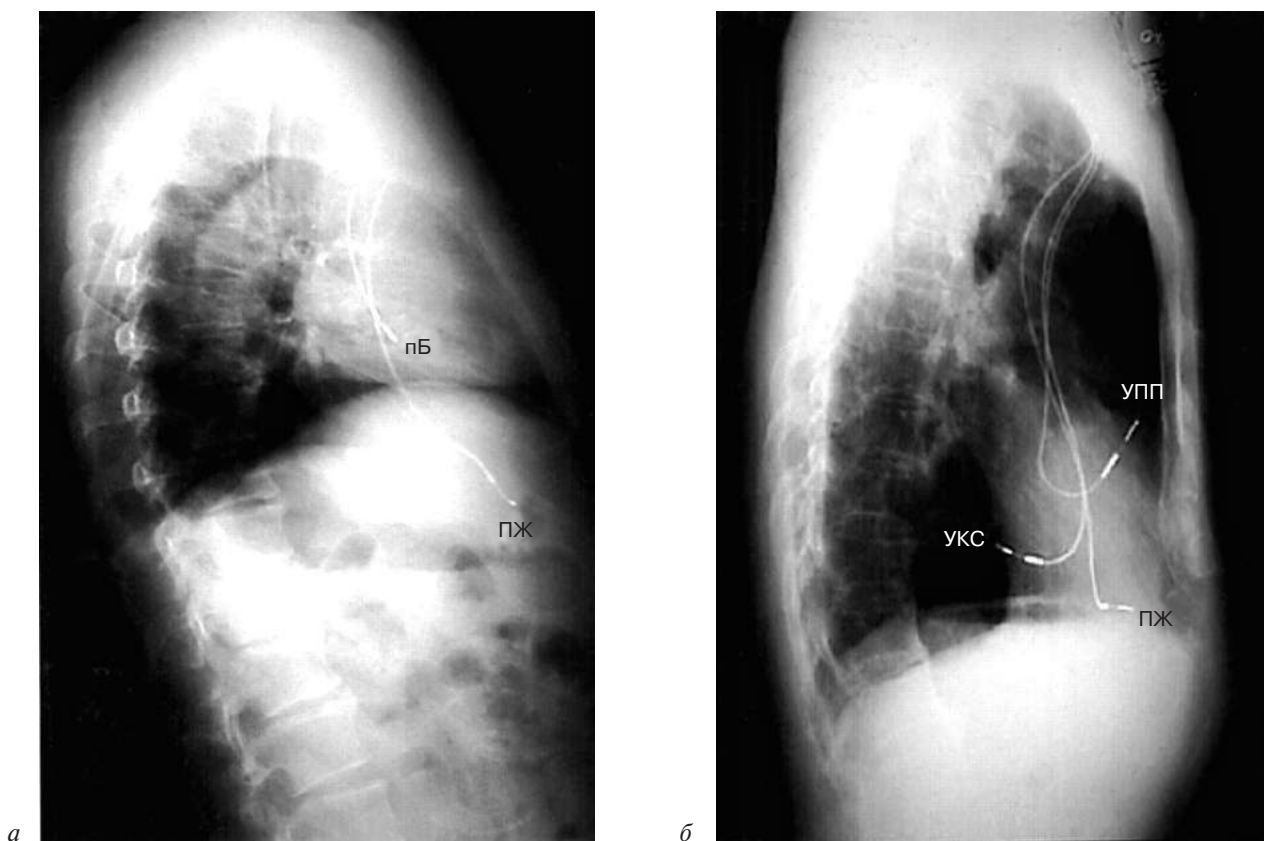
Области имплантации предсердных электродов по данным рентгенографии грудной клетки в боковой позиции [63]:
